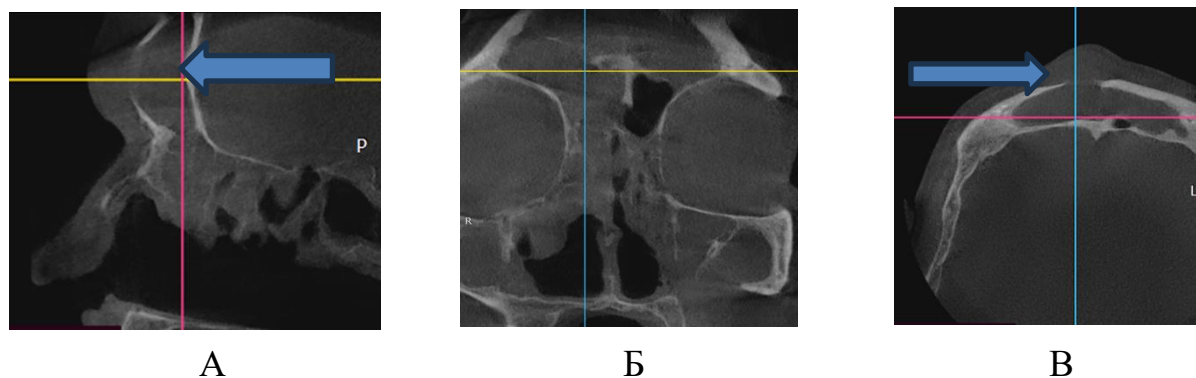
Компьютерная томограмма пациента с коморбидной формой заболевания (ХПРС+БА+АГ) Th2- фенотип до лечения, в сагиттальной (А), коронарной (Б), аксиальной (В) проекциях (мукопиоцеле- синяя стрелка).
